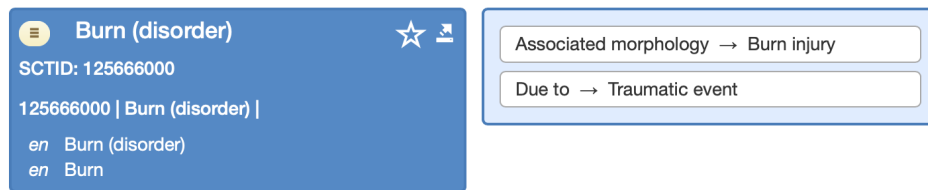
Das Konzept “SCTID: 125666000 | Burn (disorder)” im SNOMED CT International SNOMED CT Browser.
